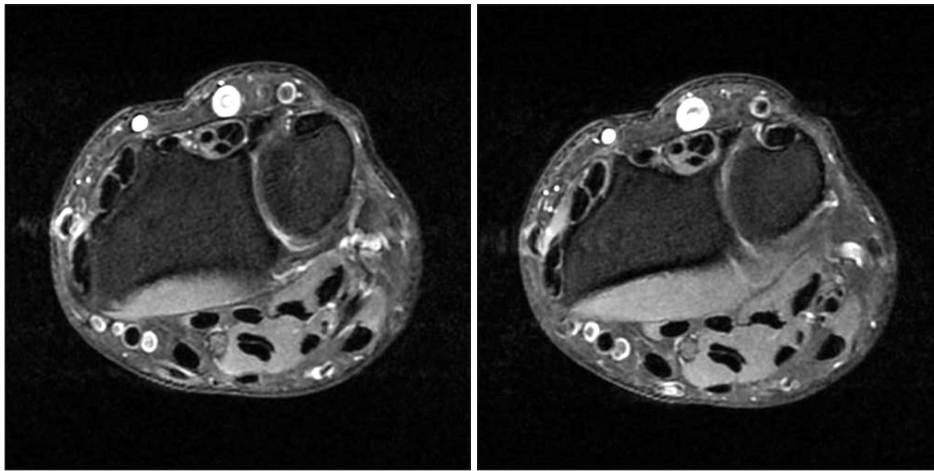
Axial fast spin echo proton density magnetic resonance imaging scan of the wrist. Extensor carpi ulnaris tendinitis is presented as inflammation of the synovial lining of the extensor carpi ulnaris and is frequently associated with intrinsic tendon degeneration.
